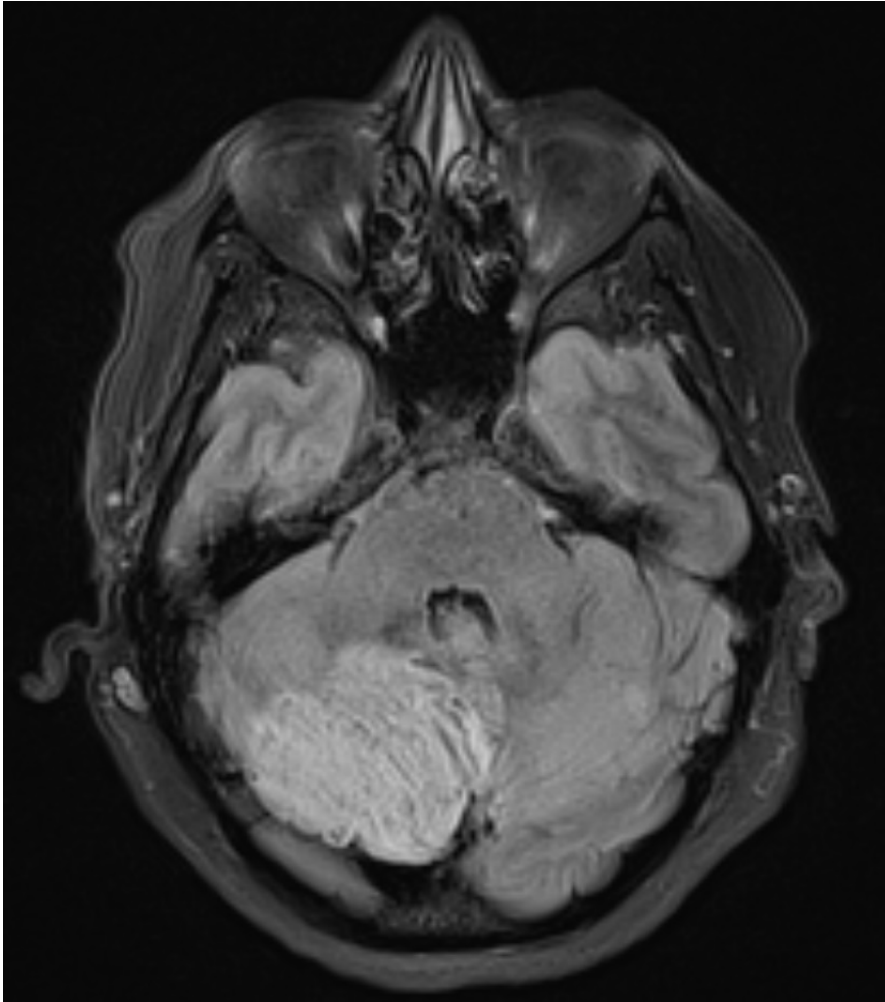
RM ponderada em T2/FLAIR (corte axial) demonstra lesão nodular no hemisfério cerebelar direito, bem delimitada e heterogênea, caracterizada por espessamento das folias e alto sinal T2/FLAIR.
